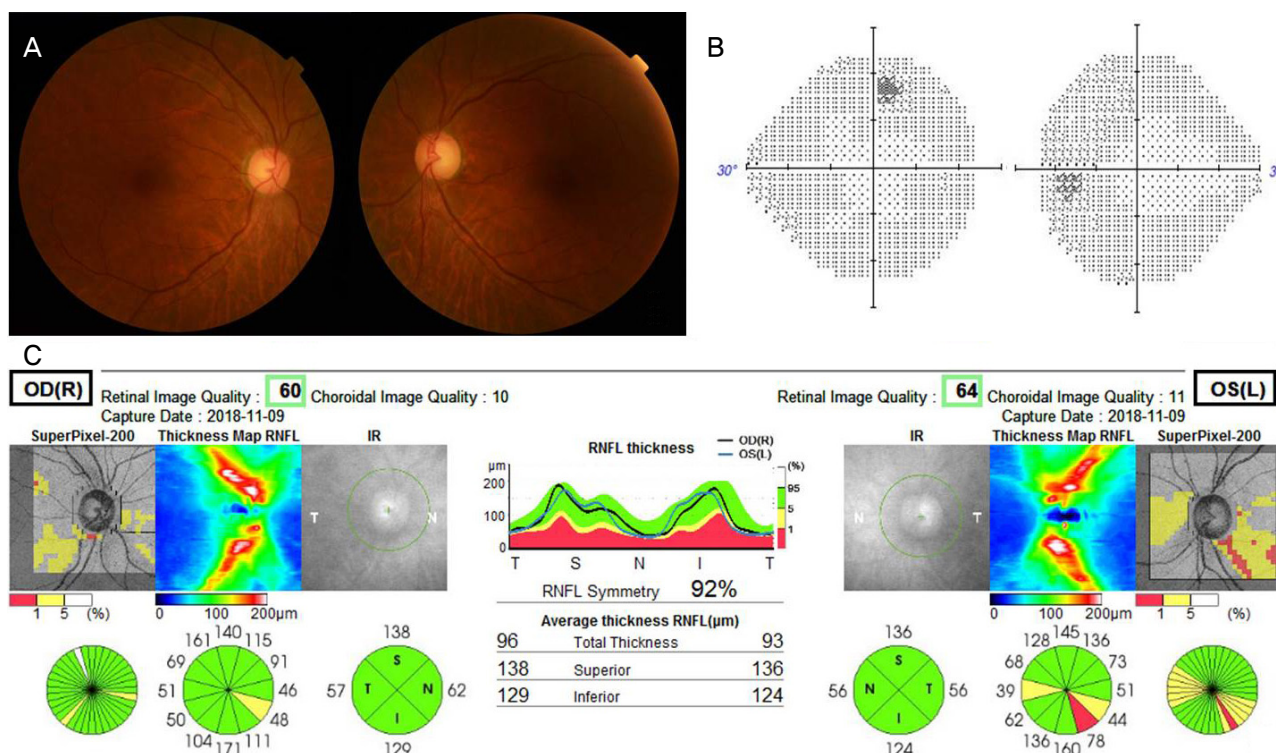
Follow up of FP, VF, and OCT. Three months later after treatment, (A) FP and (B) VF show normalized fundus and visual field on both eyes. (C) OCT shows RNFL swelling is reduced to normal range on both eyes. FP = fundus photo; VF = visual field; OCT = optical coherence tomography; RNFL = retinal nerve fiber layer; S = superior; N = nasal; I = inferior; T = temporal.
